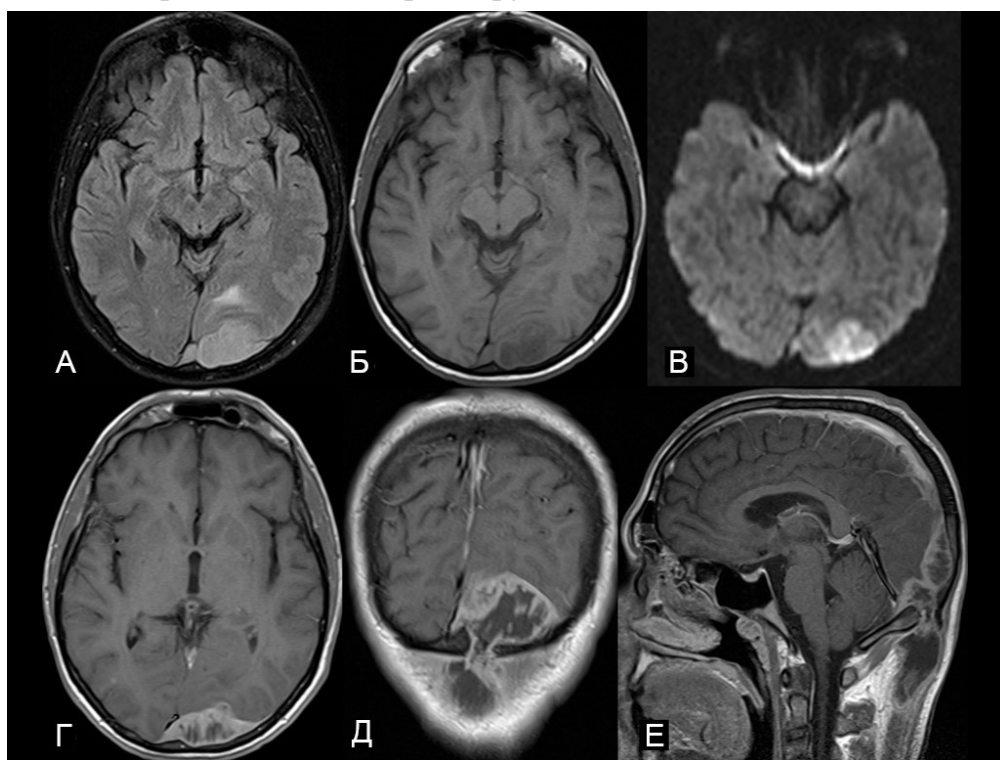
МРТ пациента Б. 36 лет с эпидуральным абсцессом деструкцией затылочной кости. А, Б, В – изображения в аксиальной проекции. В области левой затылочной доли, эпидурально определяется патологическая объемная структура, которая неоднородно гиперинтенсивна на T2 FLAIR (А), гипоинтенсивна на T1ВИ (В), с повышенным сигналом на DWI (b 1000), – эпидуральный абсцесс. Г, Д, Е – постконтрастные T1ВИ в аксиальной (Г), коронарной (Д) и сагиттальной (Е) проекциях. Накопление контрастного вещества определяется в периферических отделах абсцесса, капсуле, а также в перегородках. На изображениях Д и Е определяется дефект стенки черепа (тонкие стрелки) с распространением патологического процесса в подкожные отделы задней поверхности шеи.
